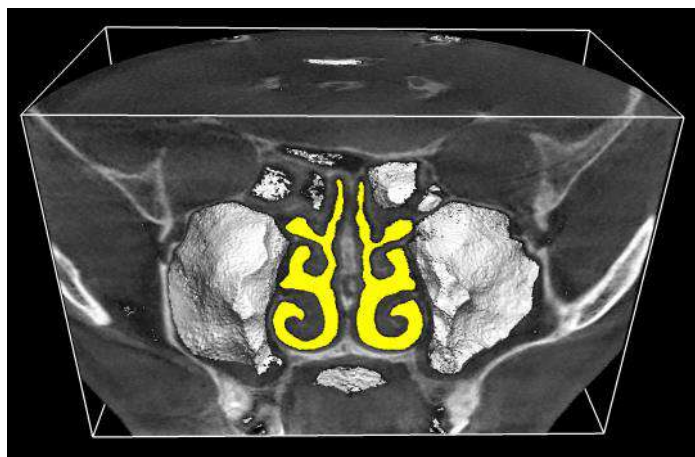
Об'ємна візуалізація повітряночних шляхів за даними комп'ютерної томографії
